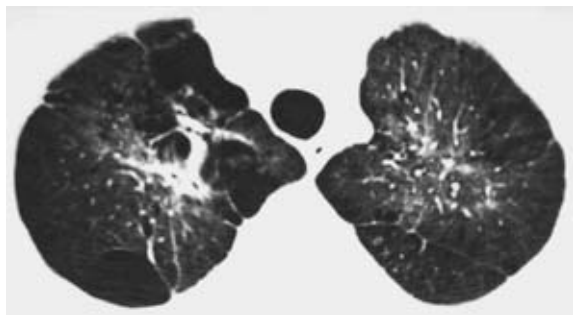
HRCT of case 3, which shows multiple bullae and fibrotic changes in bilateral apical lobes.
